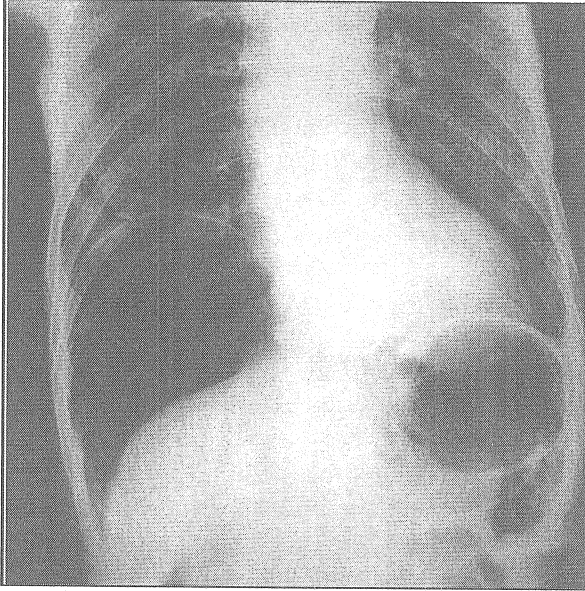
Onnc olgunun grafisinde yaygın intraperitoneal serbest hava
